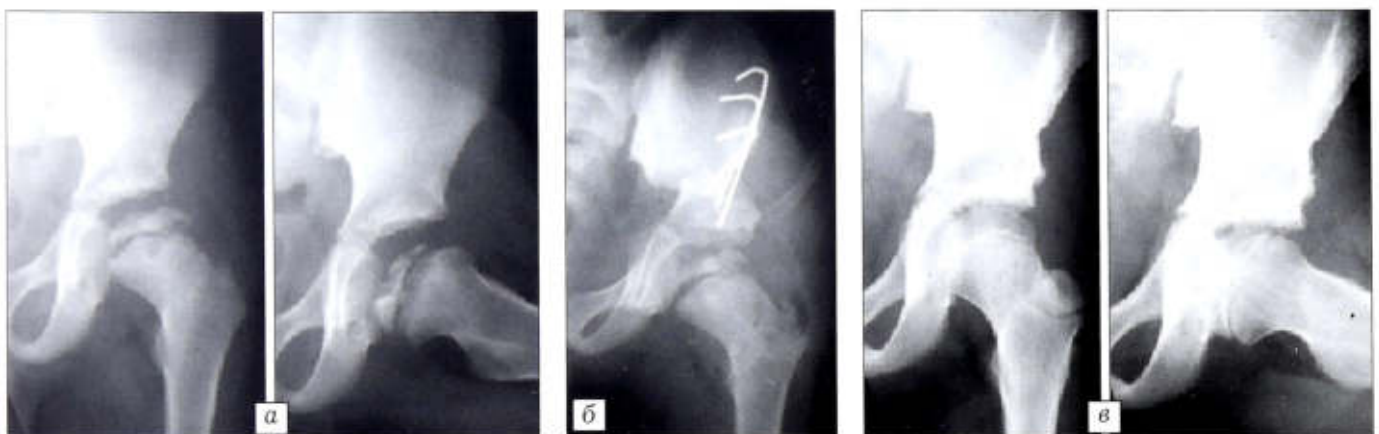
Рентгенограммы больного Л. 6,5 лет. Диагноз: болезнь Легга — Кальве — Пертеса в стадии фрагментации с тотальным поражением эпифиза слева.
